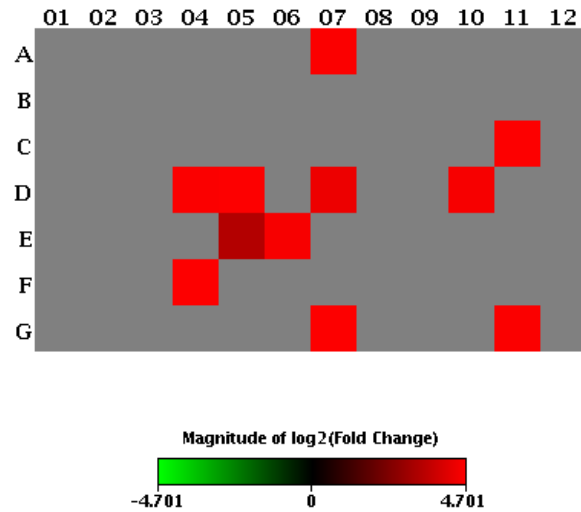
Figura XXXIII – Mapa de calor da expressão gênica da resposta imune do GC- *versus* GQ+, de CT de queratinócitos (n=10).
